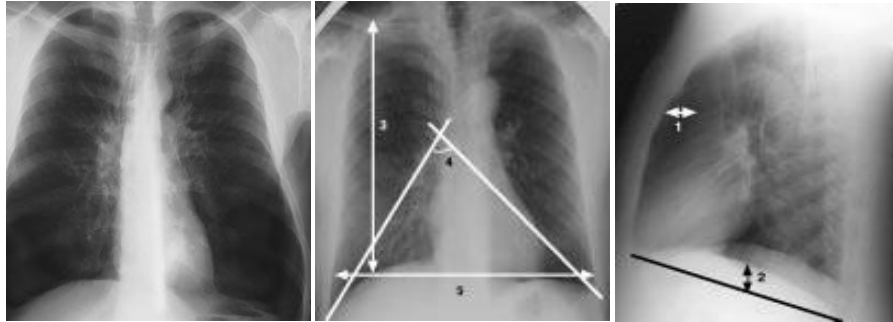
radiographies thoraciques d'un emphysème pan lobulaire avec les principaux indexes (13).
